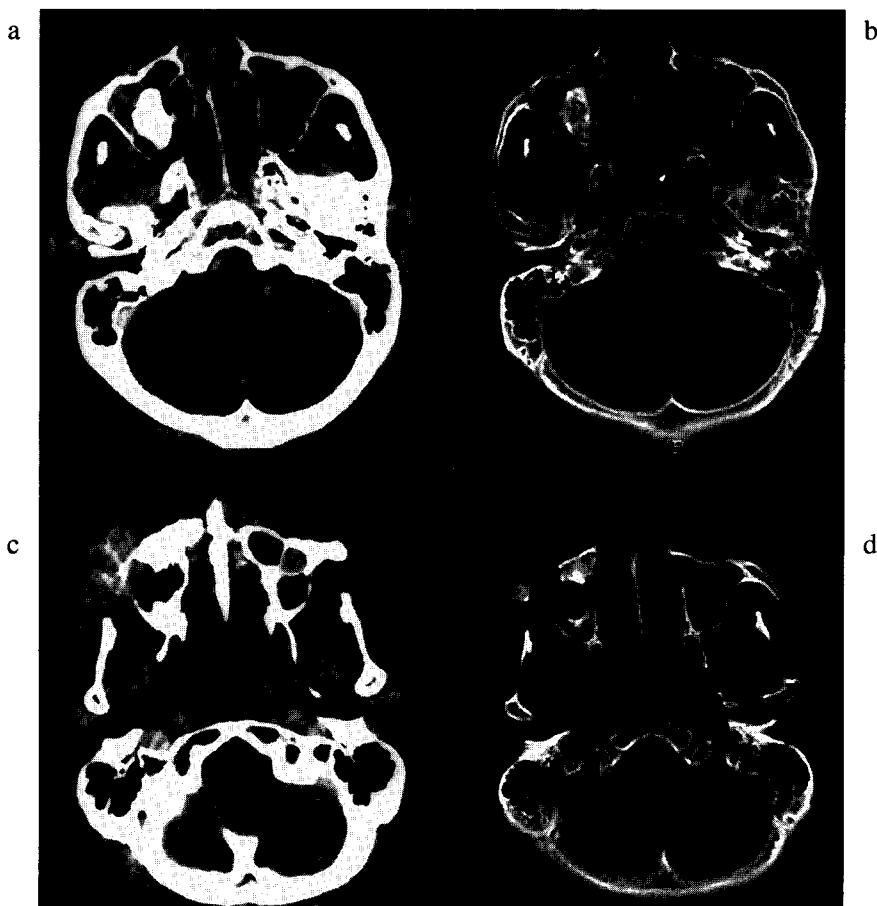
CT appearance of patient at the time of initial hospital admission.
